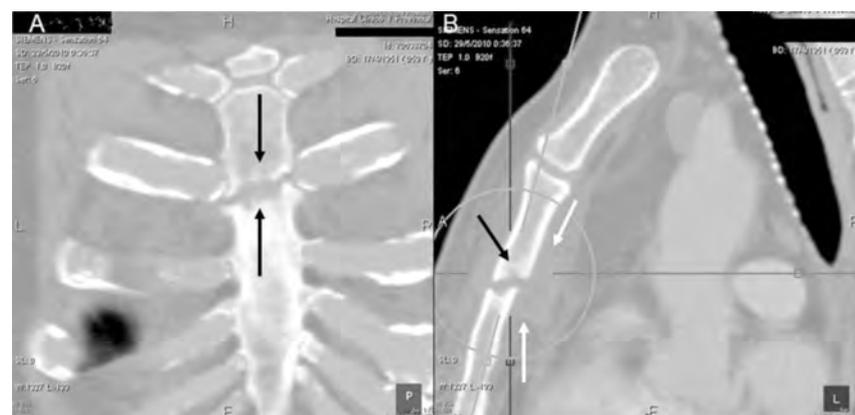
A) Tomografía computarizada (TC) de tórax en la que se aprecia una línea de fractura del manubrio esternal (flechas negras). B) Corte sagital de la TC de tórax en la que se observa una fractura no desplazada (flecha negra) y una colección retroesternal de 5,8 x 2,2 cm (flechas blancas).
